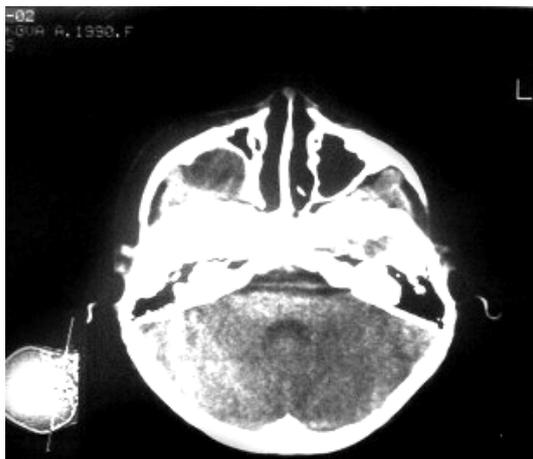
КТ больной с эхинококкозом верхней челюсти. В правой в/челюстной пазухе видно объемное образование.
